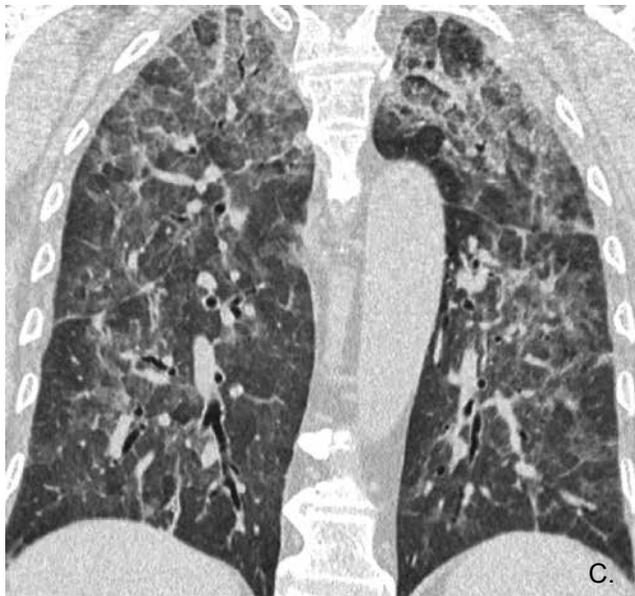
Cortes coronales de la TAC de alta resolución.
